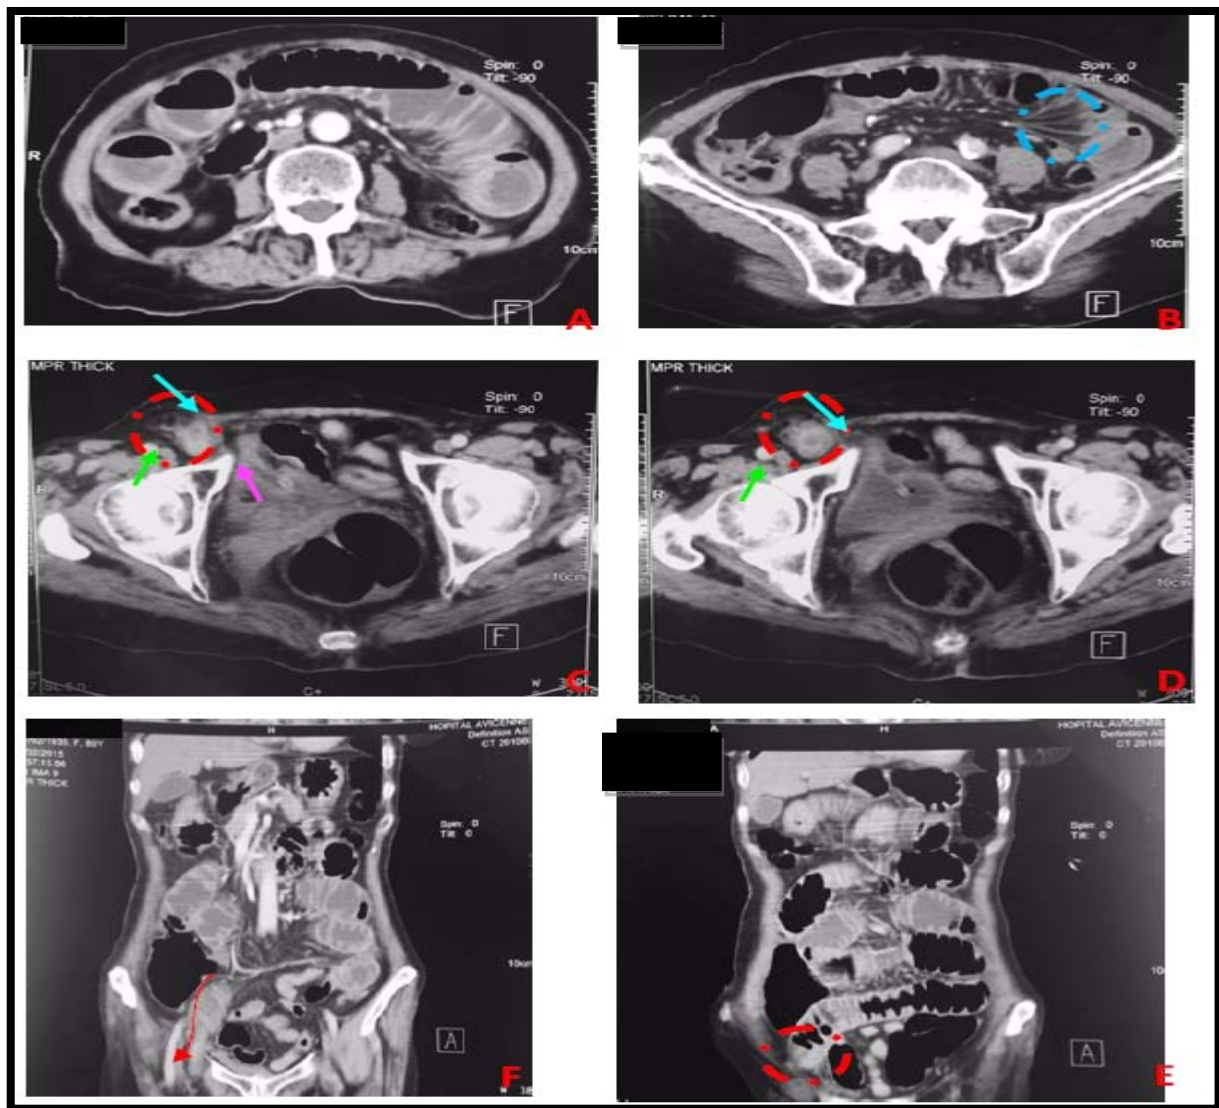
TDM C+ : occlusion intestinale sur hernie crurale étranglée :
